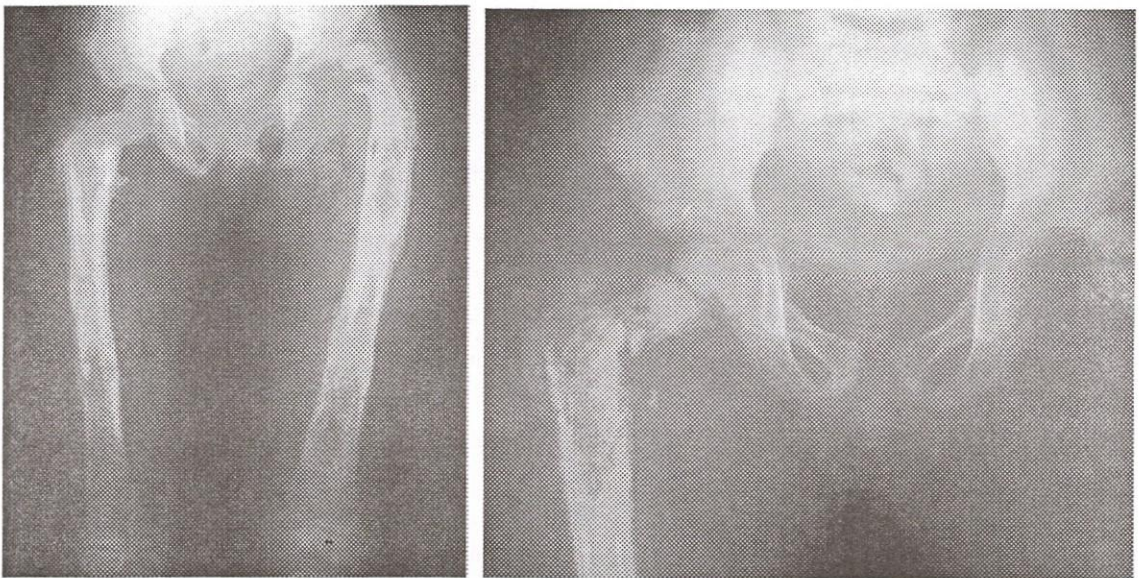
Radiographie du bassin et des cuisses de face d'une patiente de 6 ans avec OMC multifocale des deux fémurs associée à une ostéo-arthrite des deux hanches, une fracture pathologique des cols fémoraux avec luxation à gauche.
